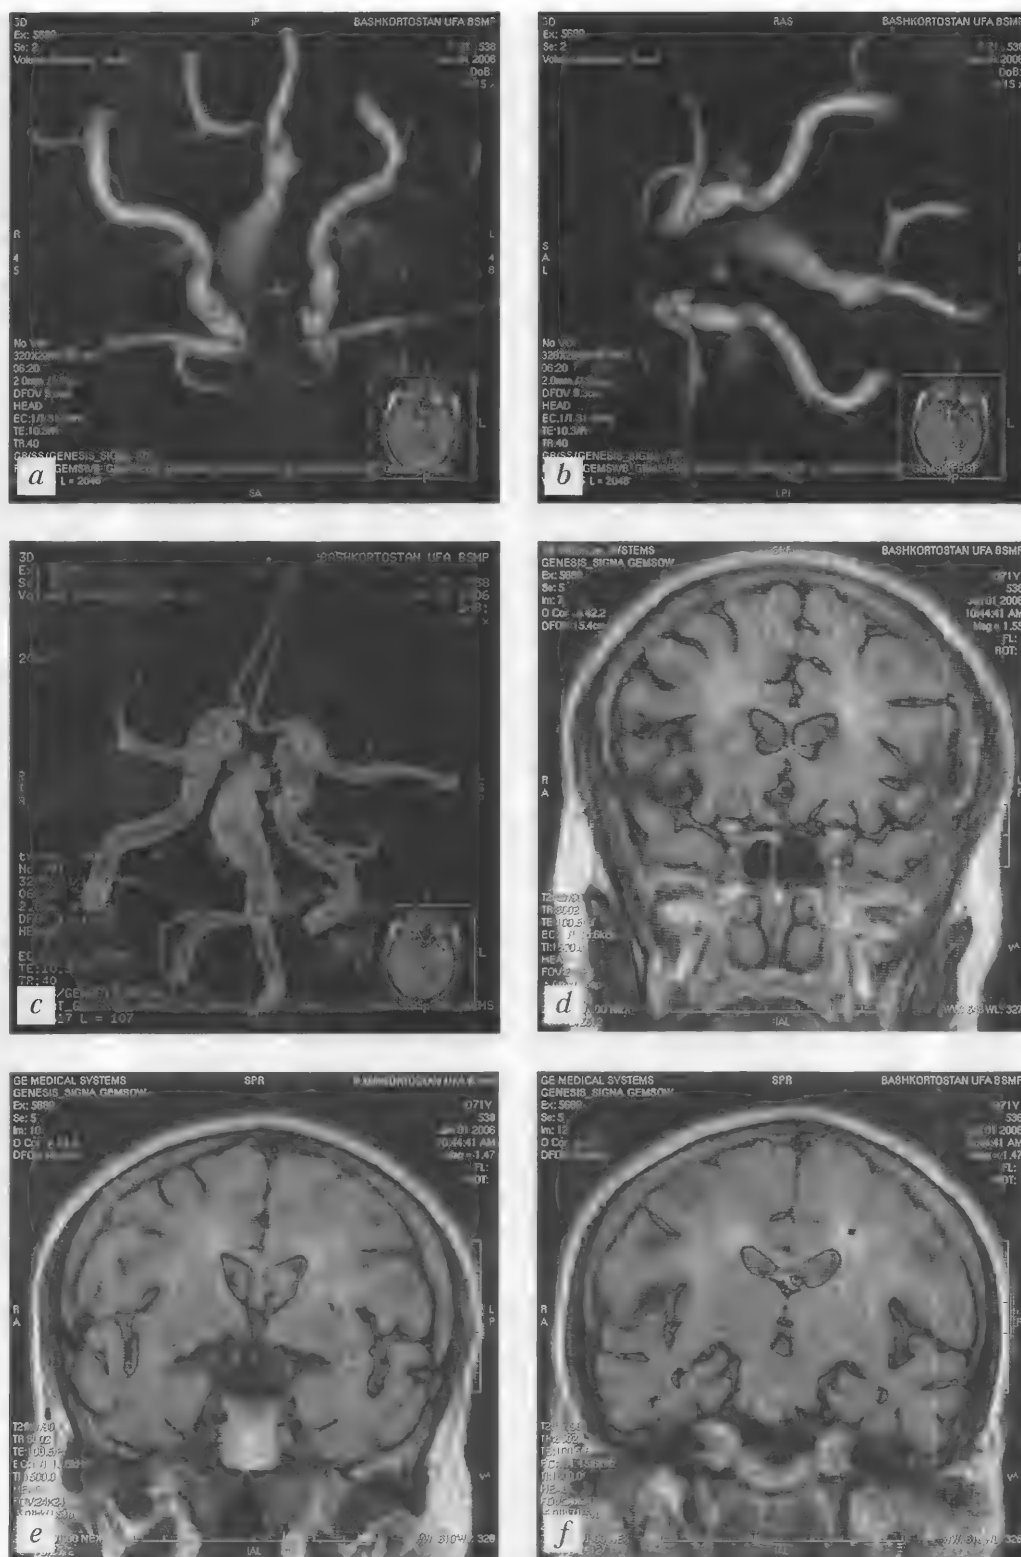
Больной А., 71 год (тот же случай). МРА — *a-c*; МРТ (FLAIR) — *d-f*
